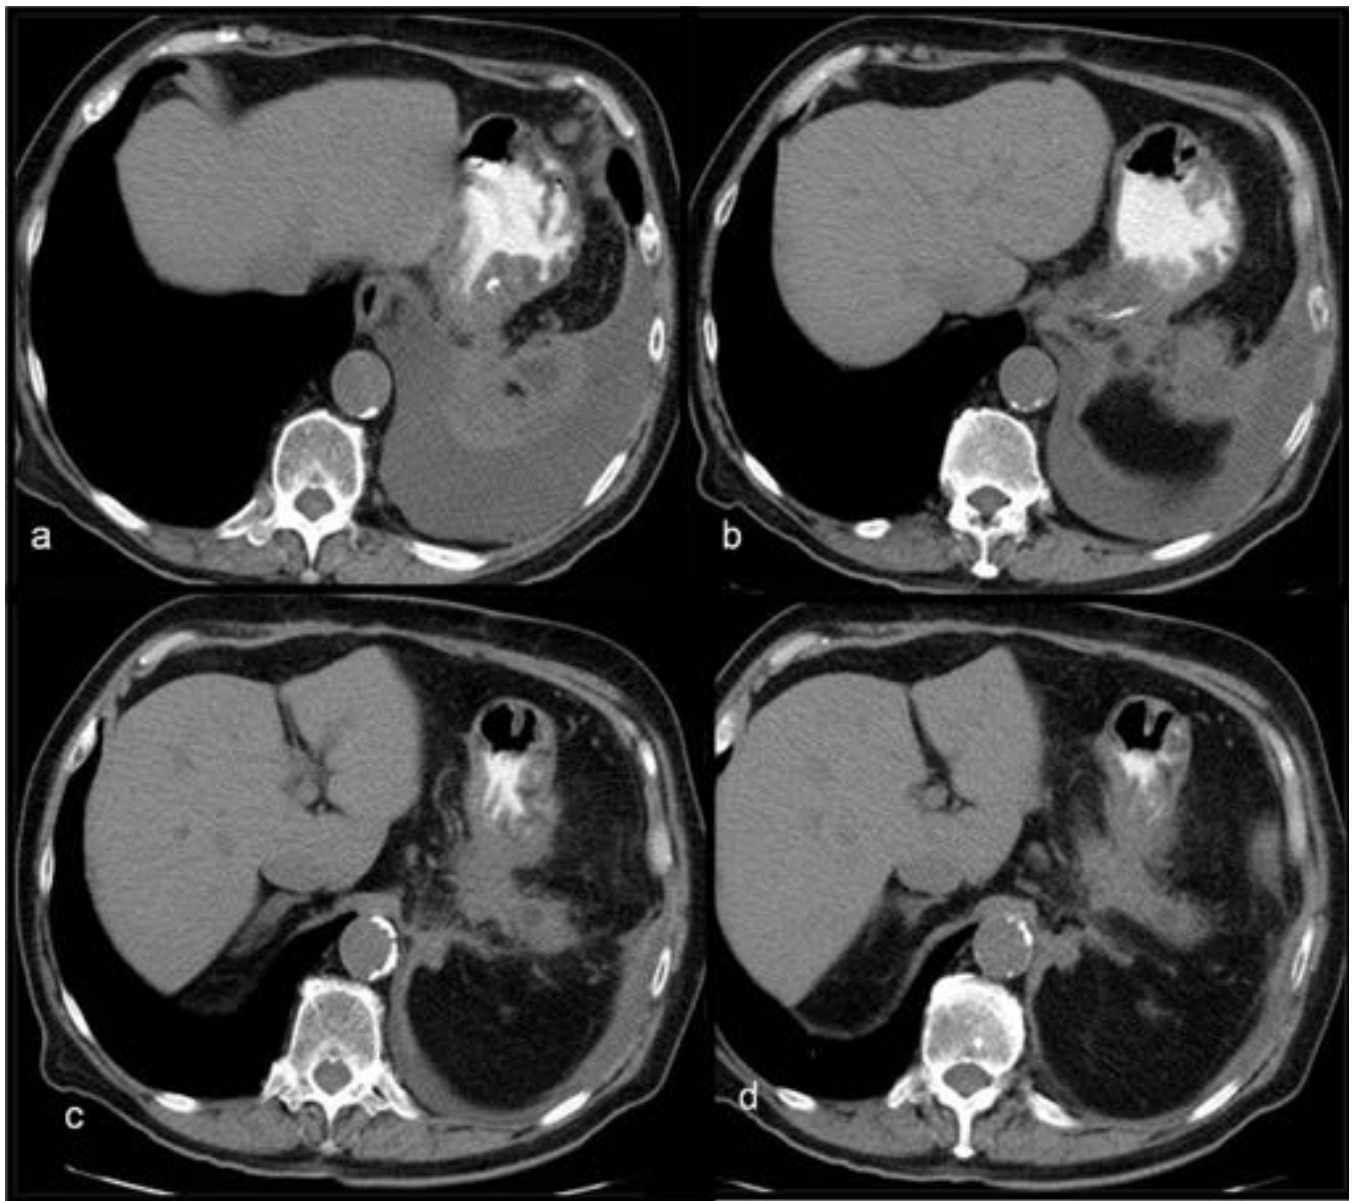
GIST Gástrico . Seguimiento de las complicaciones de la intervención quirúrgica del GIST de la imagen 20. Es difícil diferenciar complicaciones de la pancreatitis y recidiva tras la ruptura en menos de 1 mes (24 días) . a- Aparición de un pequeño nódulo por delante de la pared gástrica(flecha). b, c y d cambios secundarios a pancreatitis que se pusieron en duda y se realizó una RM para diferenciar de recidiva .
